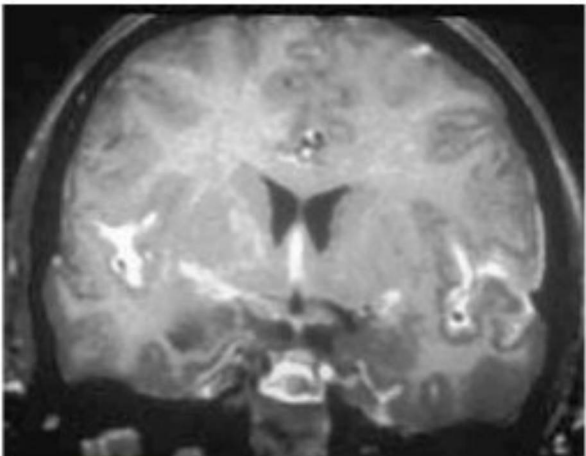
1 Imagen de resonancia magnética potenciada en T1 posgadolinio en la meningitis piogénica: la sección coronal a nivel de los ventrículos laterales muestra edema cortical difuso, realce leptomenígeo y exudados en el tercer ventrículo (ventriculitis) y fisura silviana.
